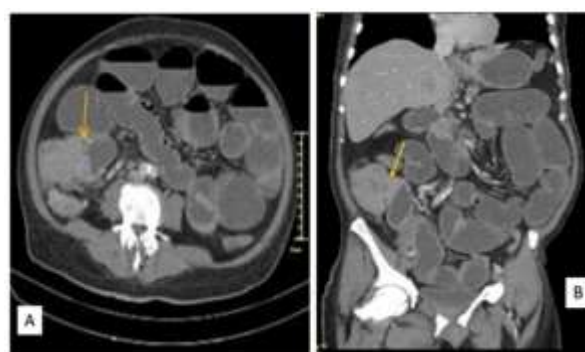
Figure 25 : patient de 70 ans reçu pour une occlusion intestinale basse. Coupes axiales (A) TDM et reconstructions coronales (B) après injection de PDC au temps portal. Occlusion grêle secondaire à une tumeur (flèche) du carrefour iléo-caecale (HALD).
